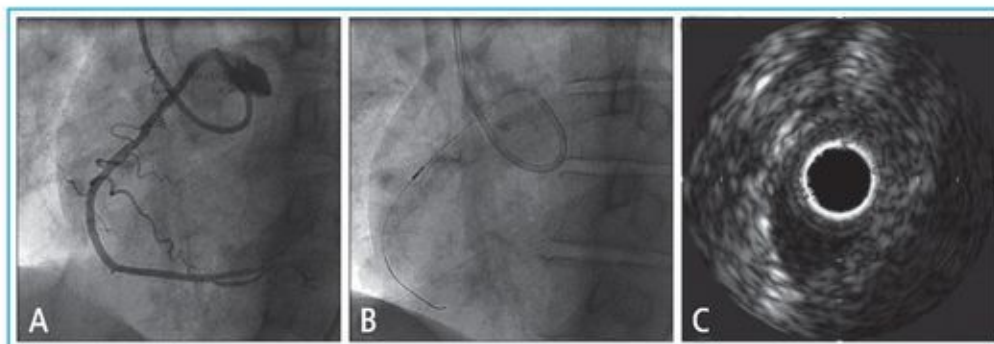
A: Cineangiograma em projeção oblíqua anterior esquerda. Coronária direita anômala originada do seio esquerdo. B: Passagem de ultra-som intracoronário. C: Ultrasonograma demonstrando coronária com luz ovalada, comprimida extrinsecamente no seu trecho proximal (trajeto intramural).
